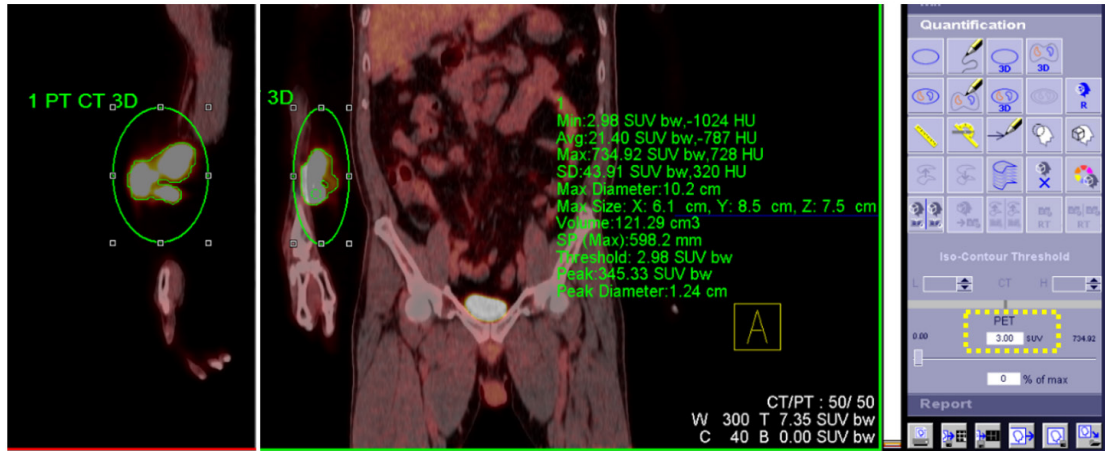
Representative case of right forearm extravasation. An isocontour VOI was drawn over the injection site using the TrueD program and the threshold was set to SUV 3.0 (yellow dotted square). In this case, SUV_{mean} was 21.4 and volume of VOI was 121.29 cm^3 .
